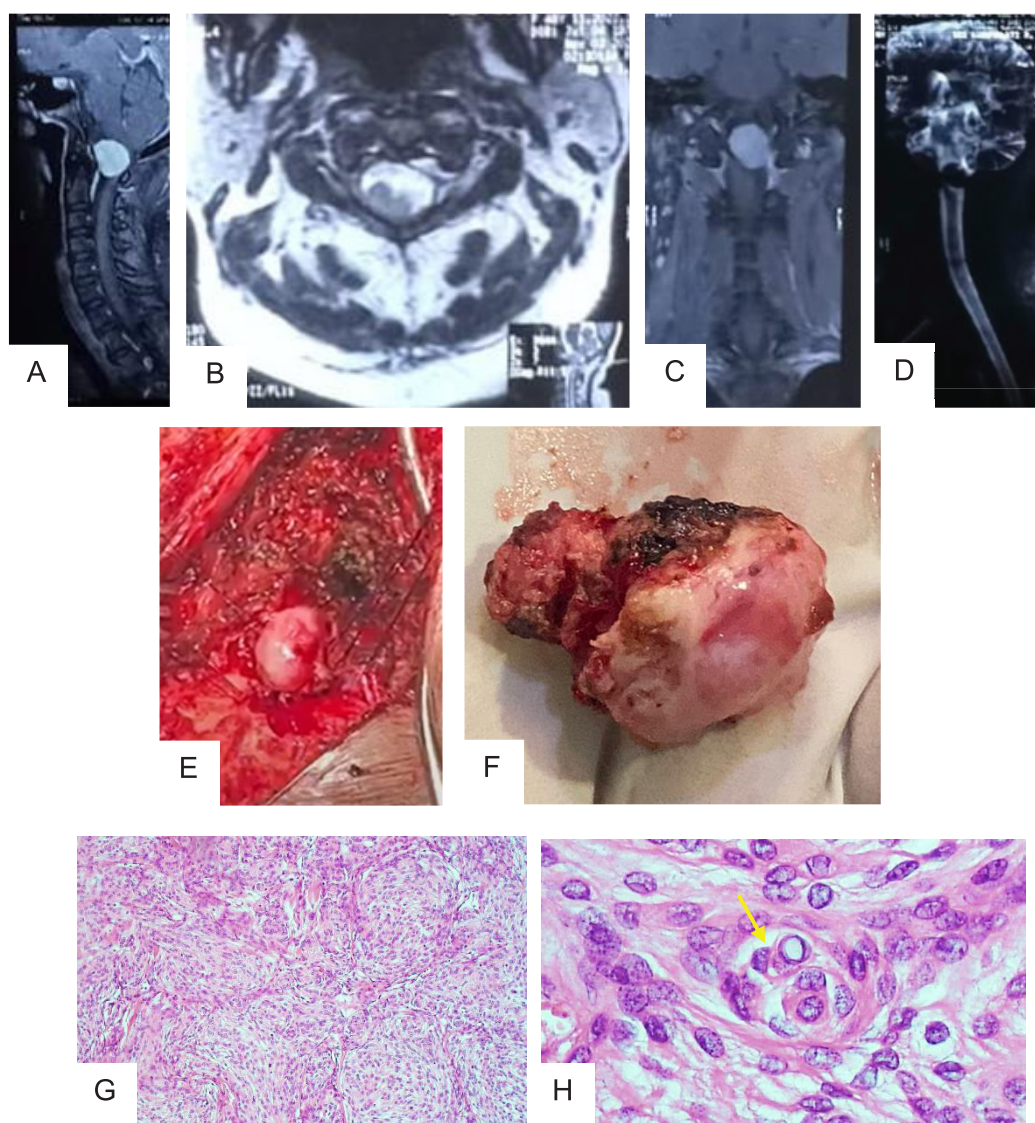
A, B, C: MRI Torakal sagittal, aksial, mielografi: massa noduler. D, E: Tumor durante operasi dan pasca reseksi. F, G: Gambaran histopatologi Schwannoma dengan gambaran khas *Verocay Bodies* (panah kuning).
